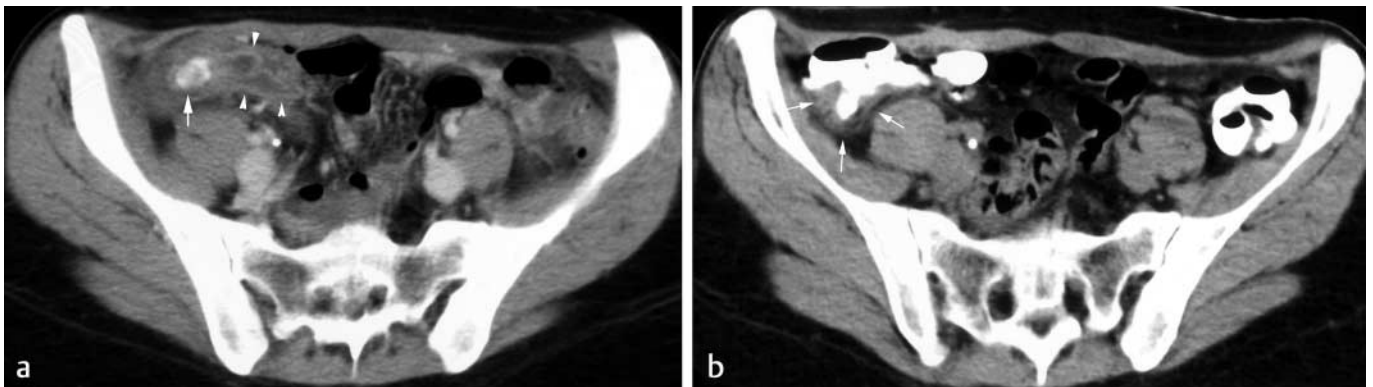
45-jährige Patientin mit akuter Zökumdivertikulitis. In der auswärts durchgeführten CT mit i. v.-KM ohne orale Darmkontrastierung (a) entzündliche Darmwandverdickung in der Ileo-zökalen Region mit positivem Target-Zeichen (Pfeilspitzen). Innerhalb des Entzündungsprozesses Nachweis eines Fäkolithen (Pfeil). In der 5 Tage später
